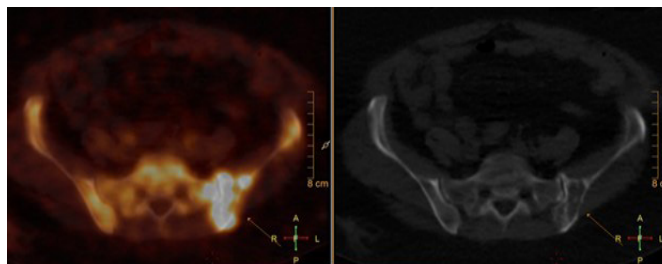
ПЭТ/КТ с ^{18}F -NaF пациентки №2 с раком левой молочной железы St II A (T1N1M0)
